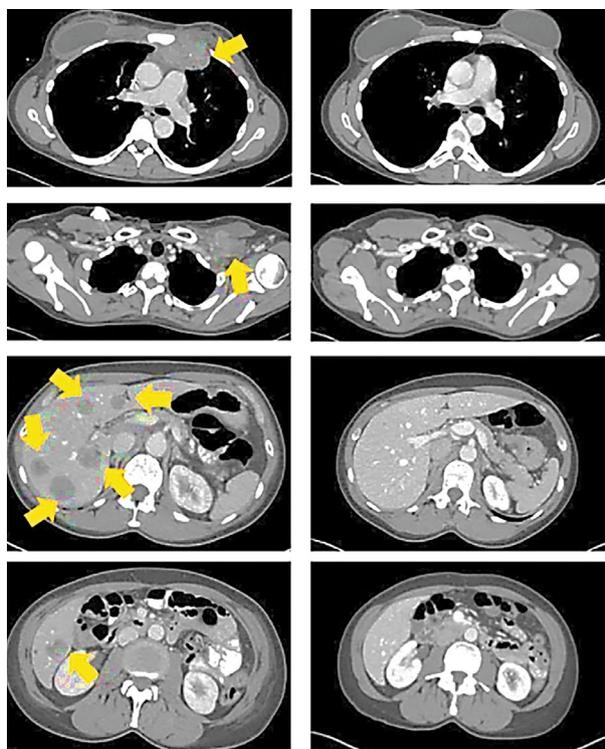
Компьютерная томография за неделю до инъекции лимфоцитов (слева) и через 22 месяца после нее (справа); стрелками показаны деградировавшие опухоли
